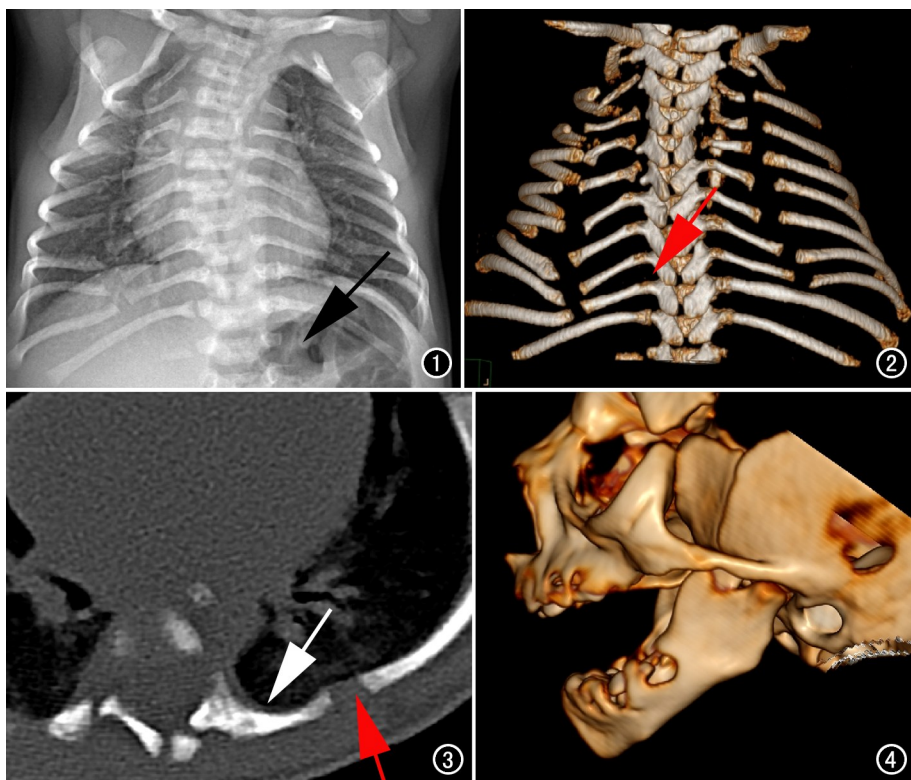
胸部X线正位片示右侧第3—10后肋、左侧第3—9后肋裂隙,左侧第12肋缺如(箭),脊柱侧弯。图2 胸部CT VR示双侧多发后肋裂隙及肋横突关节异常融合(箭)。图3 胸部CT骨窗图示肋椎交界处关节缺失,未发现明显横突,肋骨与椎体直接融合(白箭),后肋裂隙边缘皮质良好(红箭)。图4 颌骨CT VR示下颌骨小伴轻度后缩。
